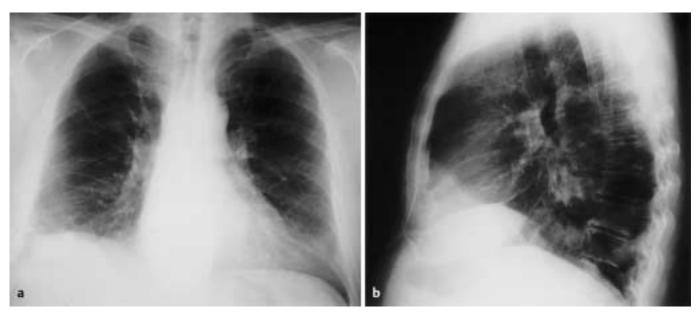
Röntgen-Thoraxkontrolle postoperativ; vollständige Reexpansion der rechten Lunge.
